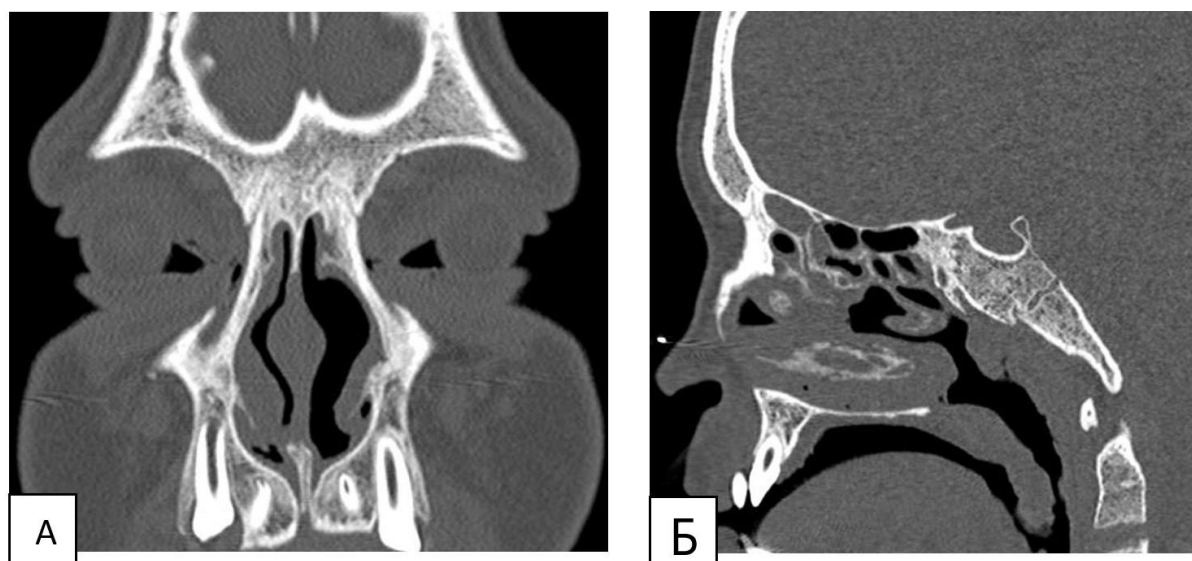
Типичные томограммы детей с муковисцидозом с неразвитием лобных
